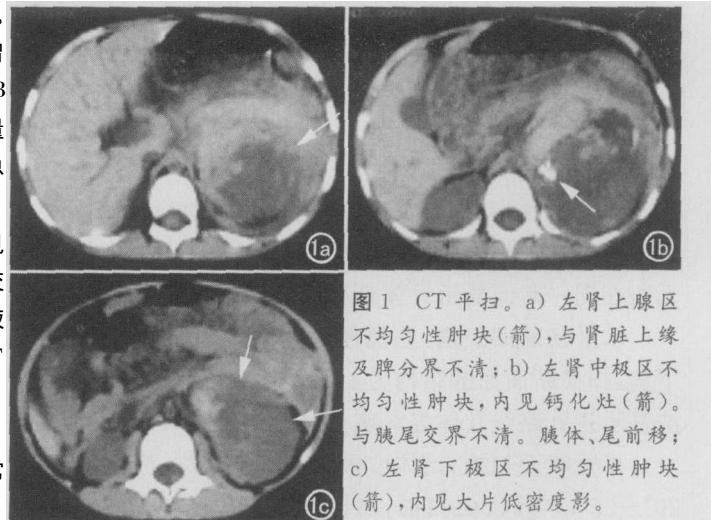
CT 平扫。a) 左肾上腺区不均匀性肿块(箭),与肾脏上缘及脾分界不清; b) 左肾中极区不均匀性肿块,内见钙化灶(箭)。与胰尾交界不清。胰体、尾前移;c) 左肾下极区不均匀性肿块(箭),内见大片低密度影。
